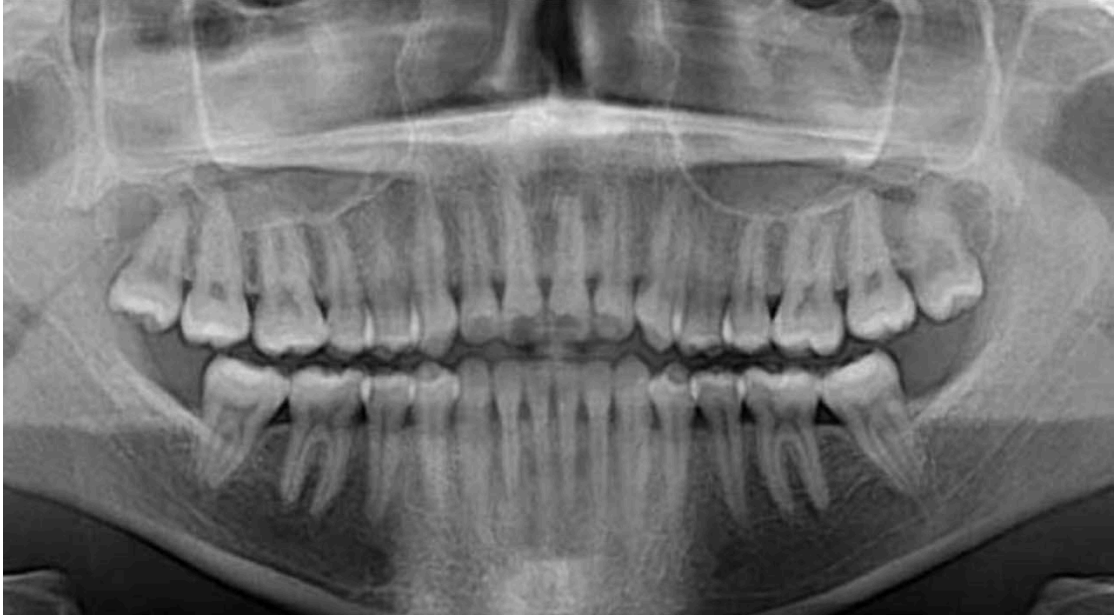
Radiographie panoramique dentaire. (68)
